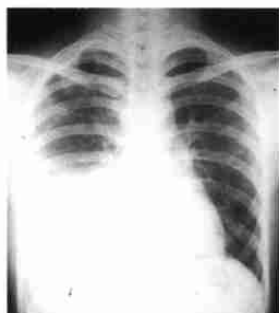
胸腔中等量积液。X线胸片示右下肺野均匀致密影，肋膈角完全消失，阴影的上缘呈外高内低的斜形弧线。
